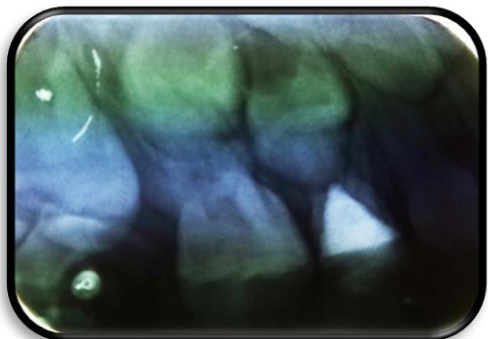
Imagen radiopaca a nivel de cámara pulpar en piezas 54 compatible con material de obturación de tratamiento pulpar "pulpotomía" y restauración sin alteración aparente a nivel periapical.
